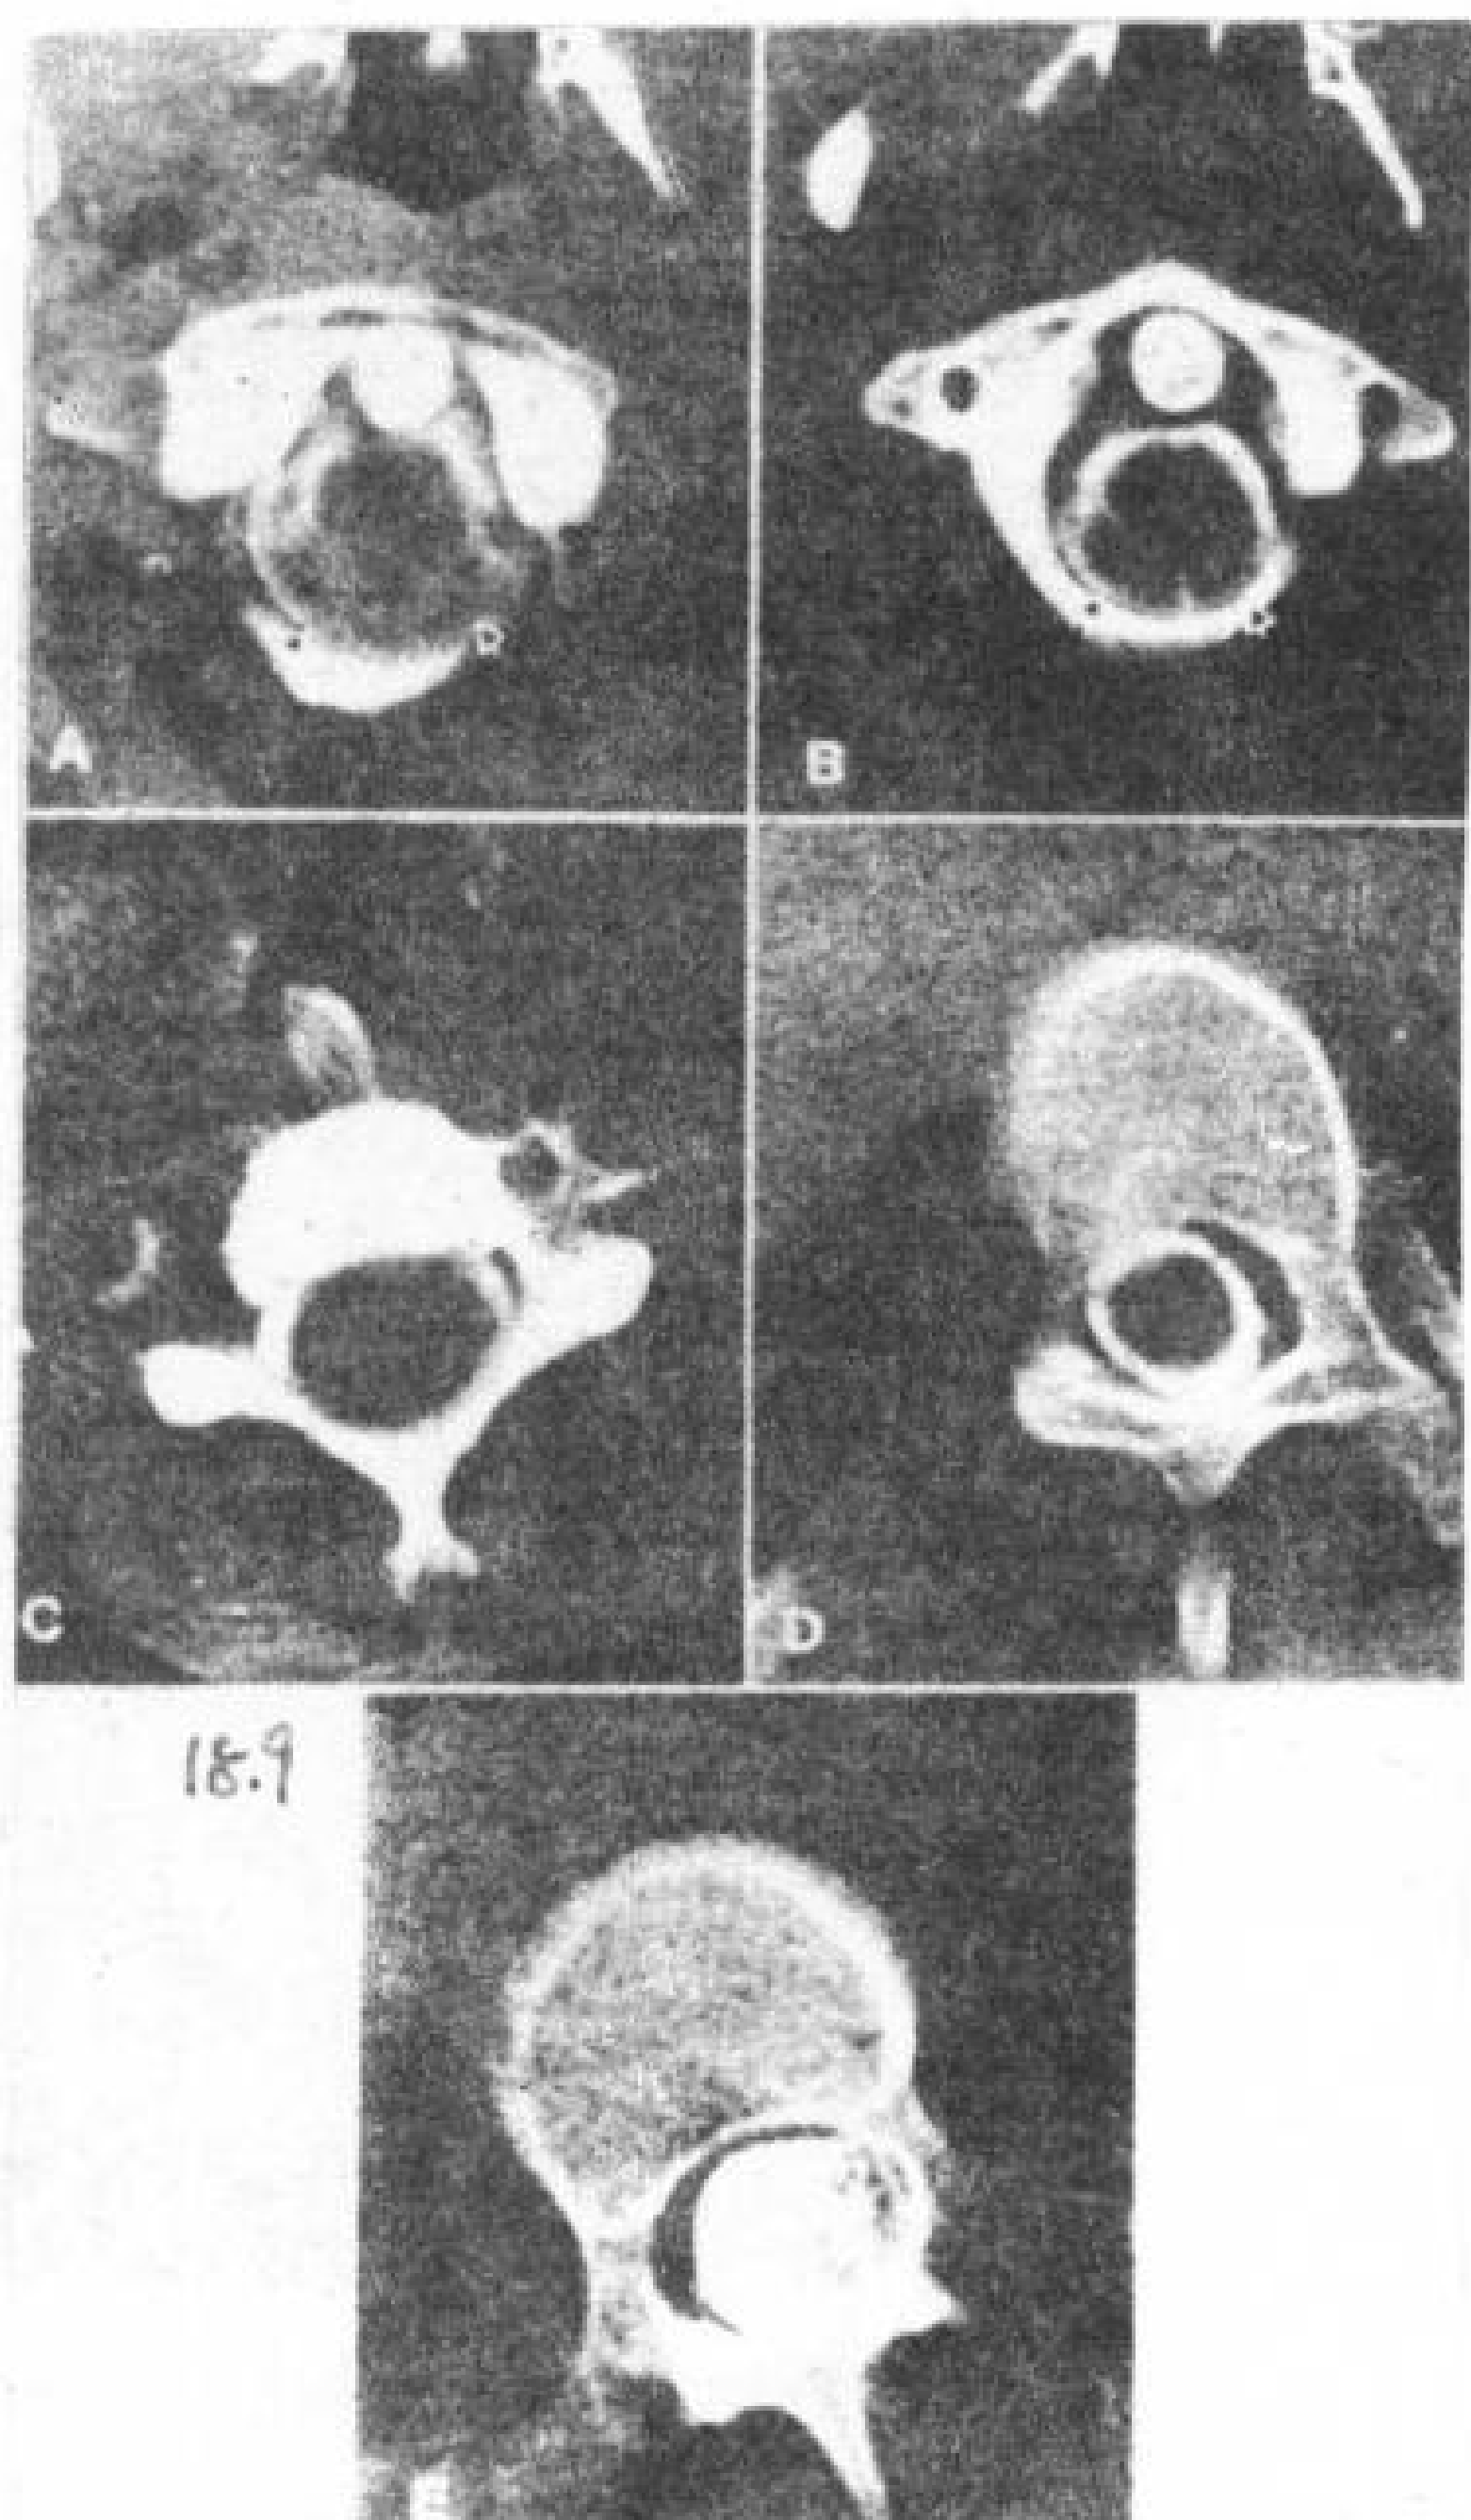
Chiari I 畸形合并脊髓积水及 S 形脊柱侧凸, 17 岁, 女性, 增强脊髓 CT。
